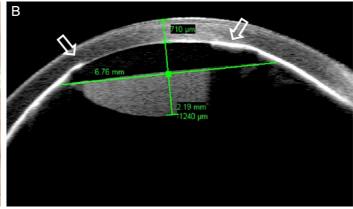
Anterior segment examination on the second day of visit. (A) Slit lamp examination. Note a white solid arrow designating slit-like narrow anterior chamber. (B) Anterior segment optical coherence tomography. Note white hollow arrows pointing at square edge of intraocular lens. Intraocular lens is pushing iris directly against to posterior cornea.
